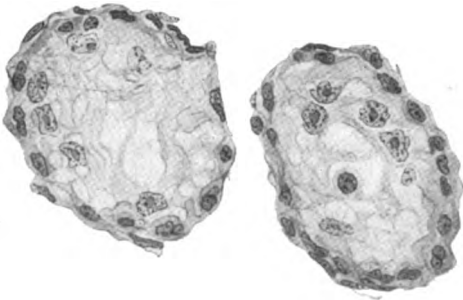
Dauernde Röntgenatrophie von Samenkanälchen (Prot. Nr. 3, l.). Haematox. Eosin, Zeiß, KO. 5 ×, Ap. 90. Die zum Teil von der Membrana propria abgehobenen, ins Lumen wandernden Sertolikerne in den außerordentlich geschrumpften Kanälchen sind an Zahl erheblich erduziert. Sie sind offenbar in Degeneration begriffen, auf jeden Fall aber regenerationsunfähig.
